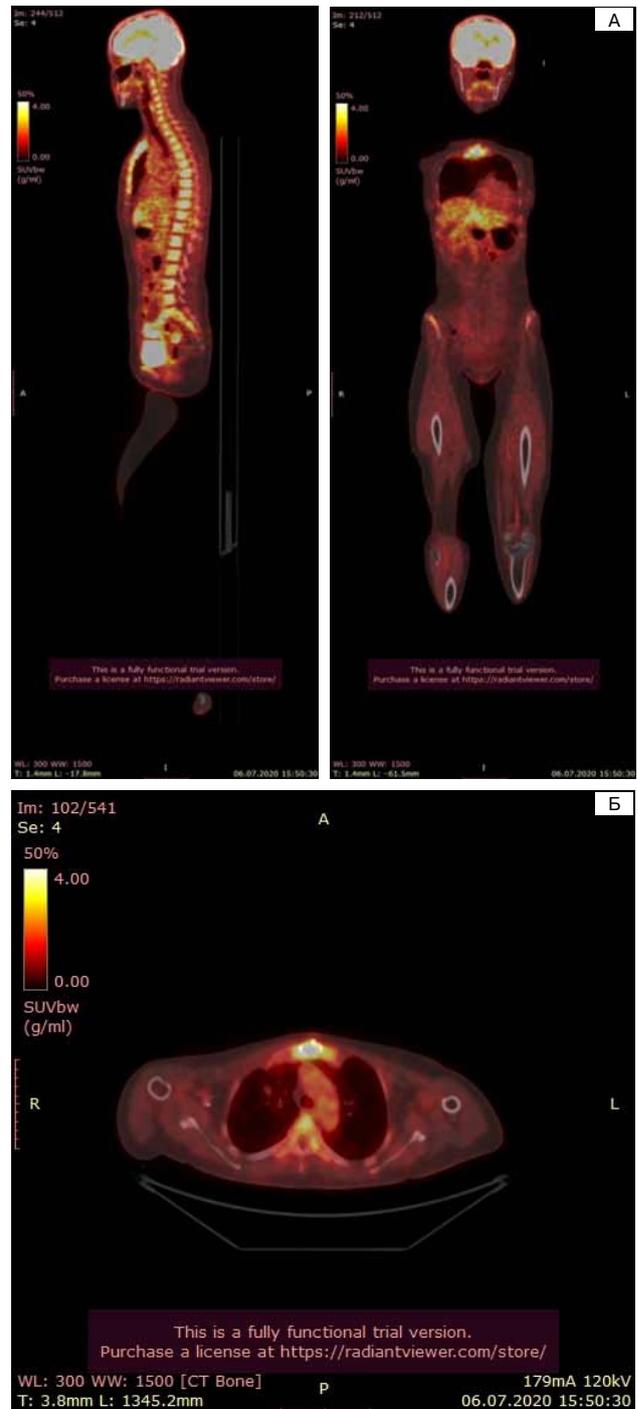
Позитронно-эмиссионная томография Сагиттальный срез. Июль 2020 г. Состояние до лечения (описание в тексте)
